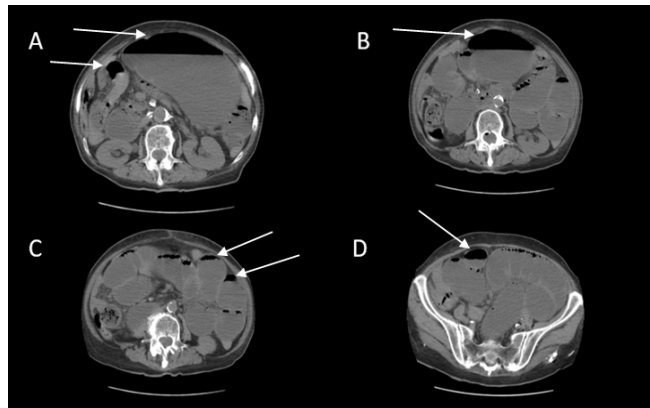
Transverse CT scanning on admission to the emergency department (A-B-C-D, air liquid levels)
